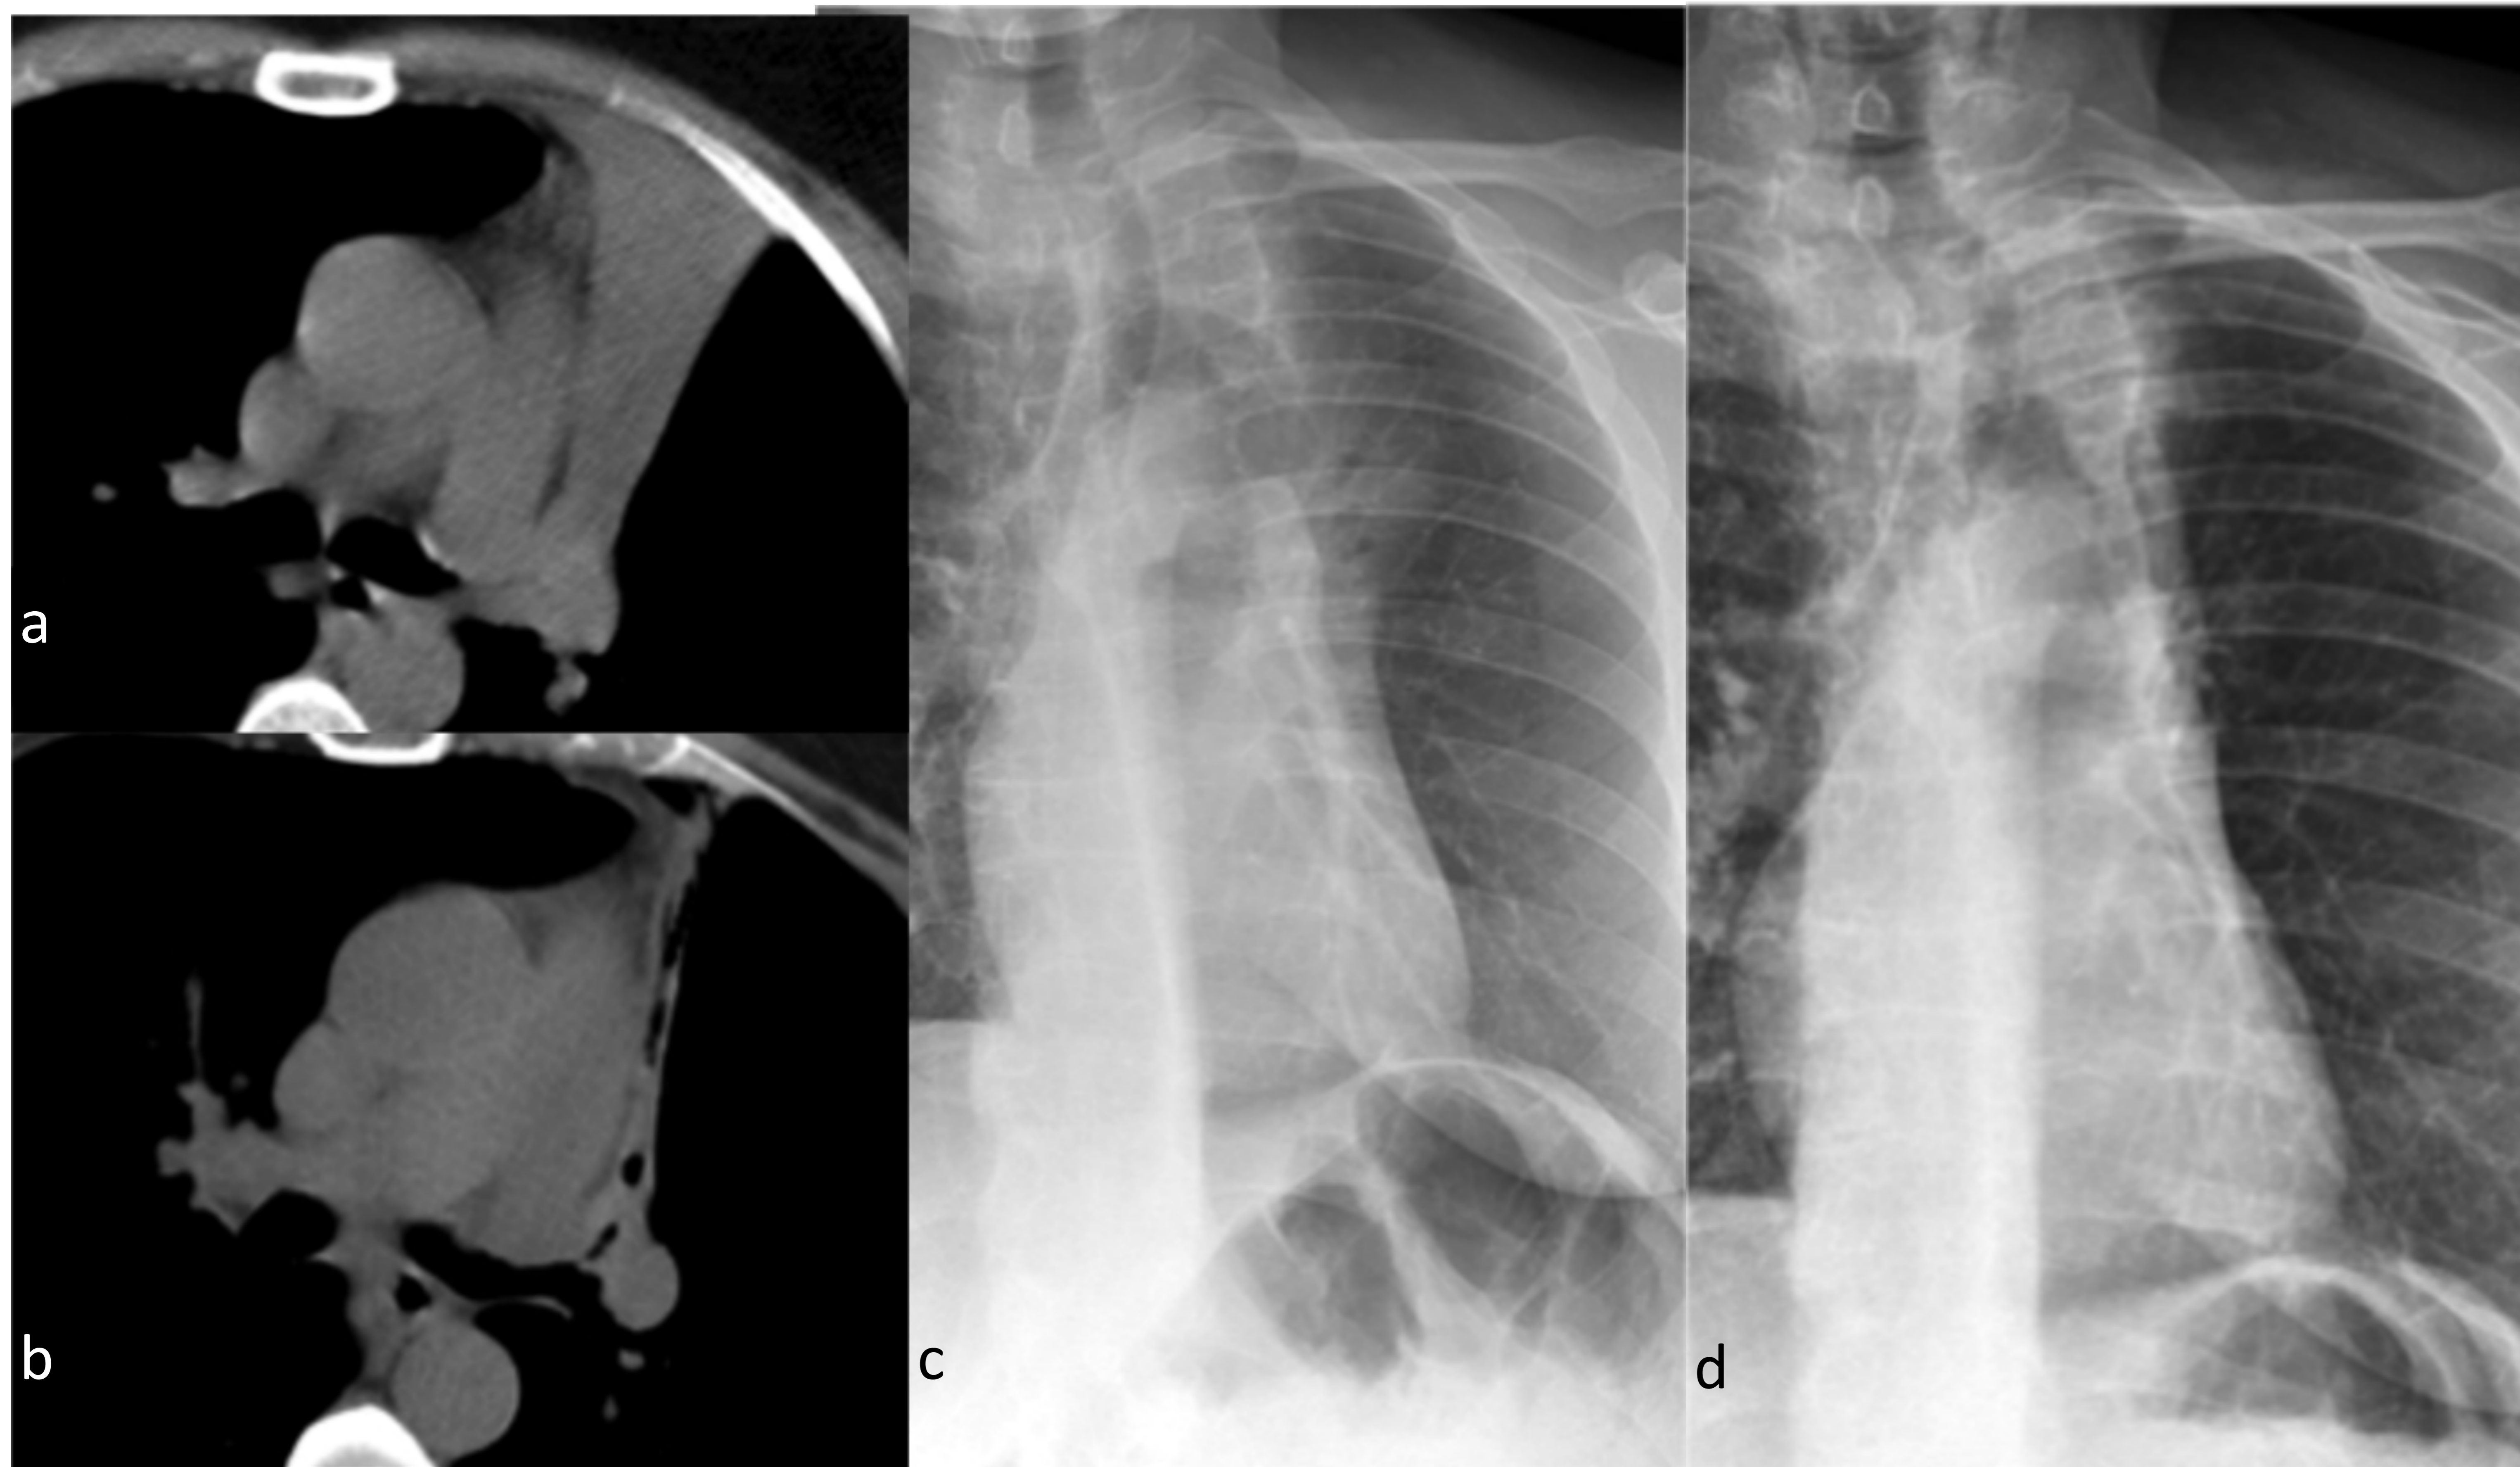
Mujer, 44 años. (a, b) TC axial pre y post- broncoplastia donde se aprecia mayor aireación del lóbulo superior izquierdo. (c, d) Rx PA de tórax previa y post-tratamiento, donde persiste la atelectasia paramediastínica superior izquierda.
